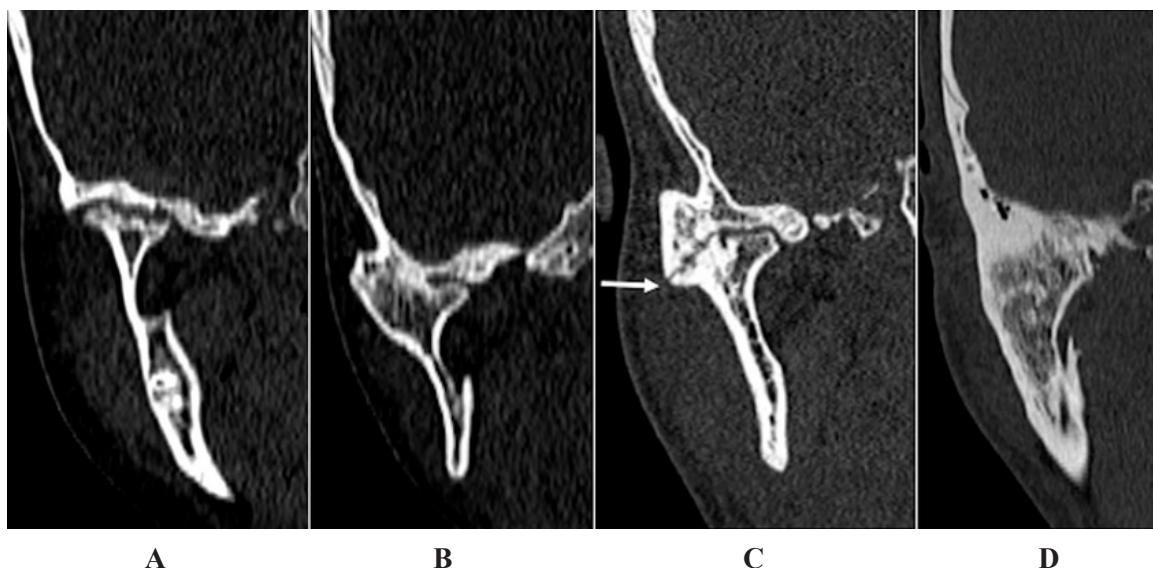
Стадії анкілозу скронево-нижньощелепного суглоба за комп'ютерною томографією.
